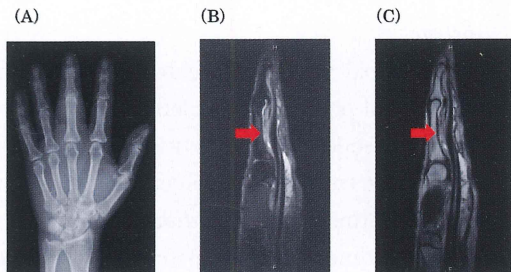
Plain radiography and MRI of the left hand
